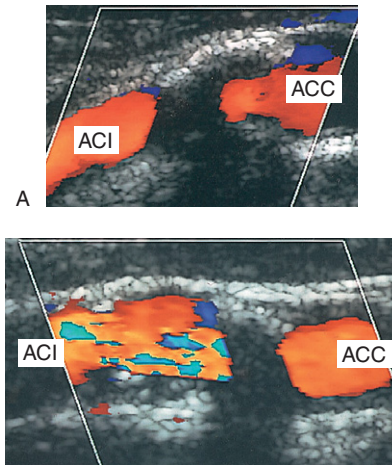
Eine Kalzifikation an der Arterienvorderwand kann die Ableitung eines B-Bildes, eines Farb- und Spektraldopplerspektrums aus dem kalzifizierten Gefäßabschnitt verhindern. A: Das Farbdopplerbild lässt nicht auf eine signifikante Änderung der Geschwindigkeit im kalzifizierten Gefäßabschnitt schließen. B: Jenseits der kalzifizierten Zone ist eine deutliche Strömungsstörung (Flussbeschleunigung und Strömungsumkehr) zu erkennen.
